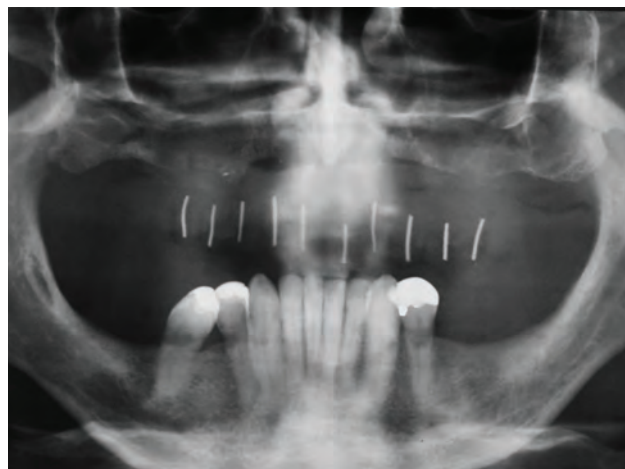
Radiografia panorâmica após a remoção do implante justaósseo.
